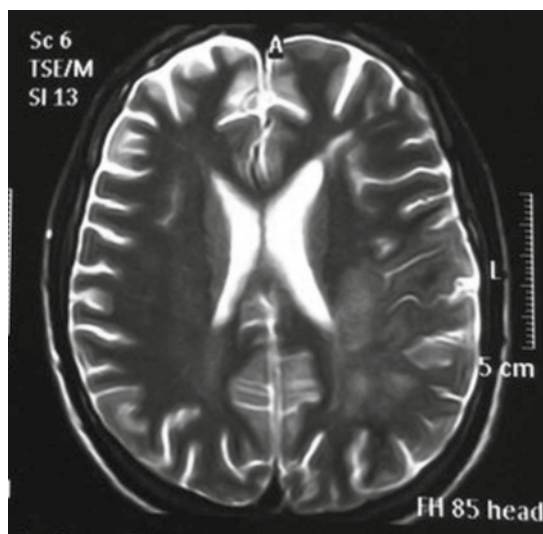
Resonancia magnética en T2 con la misma imagen hiperintensa en la región temporo-occipital izquierda.
